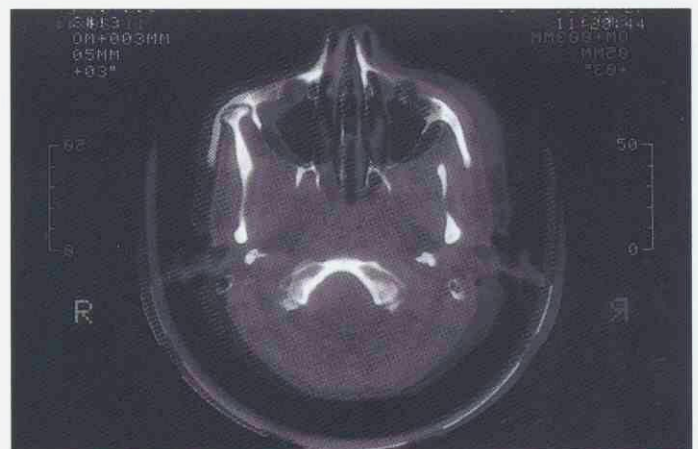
TC preoperatorio. Apófisis coronoides derecha hipertrofica, en íntimo contacto con la zona de unión entre el maxilar y el malar.
